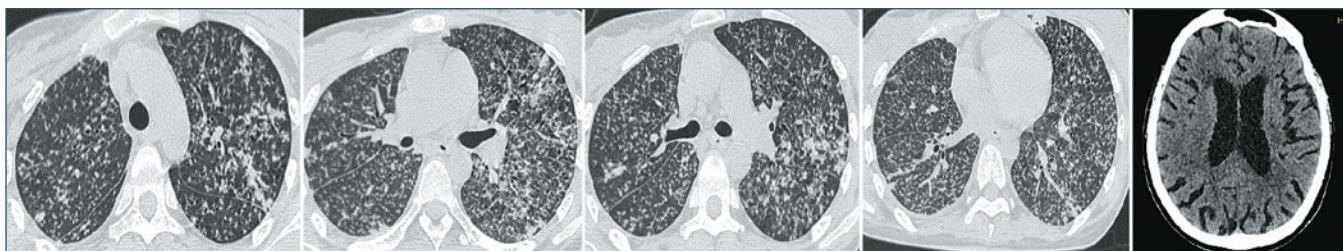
КТ органов грудной клетки и головы при подостром гематогенном диссеминированном туберкулезе: тотальная со слиянием очагов диссеминация, туберкулезный менингоэнцефалит с гидроцефалией без очагов в веществе головного мозга
